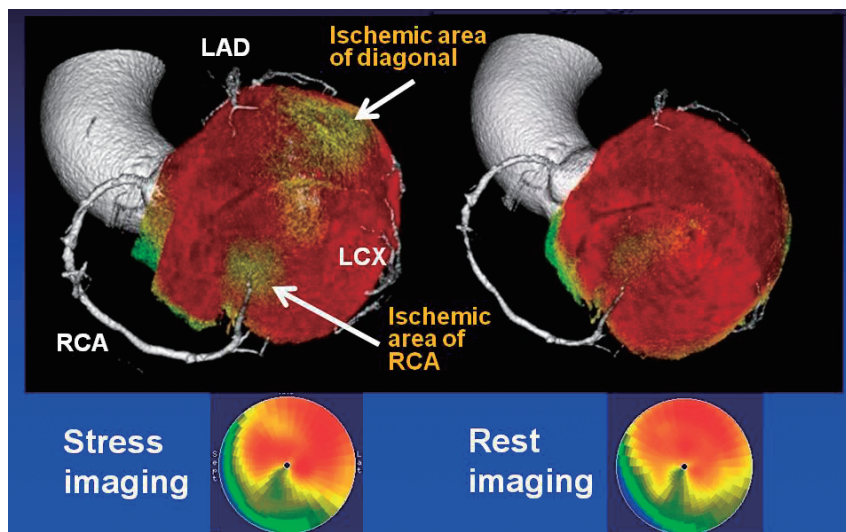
心筋血流SPECTとSPECT/CTCA fusion imagingとの比較。
